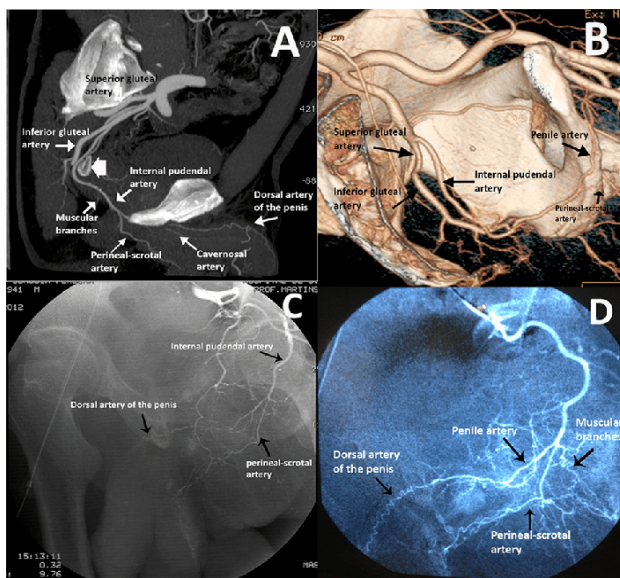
CTA και DSA της αγγείωσης του πέους
